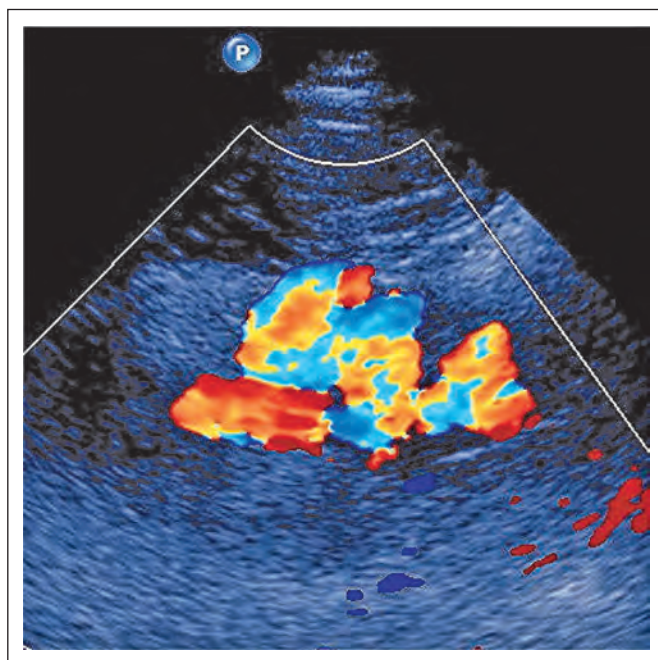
Duplexsonographische Darstellung des Aneurysmas der A. lienalis
